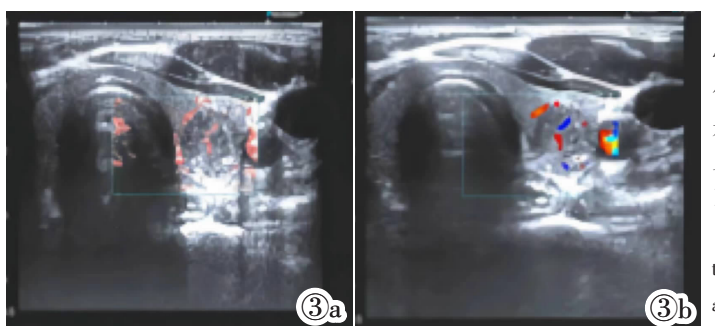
甲状腺乳头状癌位于左叶,二维超声检查:低回声实性结节,纵横比>1,形态不规则,界限不清,沙粒样钙化点,侵犯包膜。SMI 较 CDFI 能显示更多微小血管,特别是结节周边迂曲走行的血管以及内部紊乱的微小血管。图 3a:CDFI;Adler 1 级,血流分布 II 型,线状血流信号。图 3b:SMI;Adler 3 级,血流分布 III 型,分支样血流信号。
